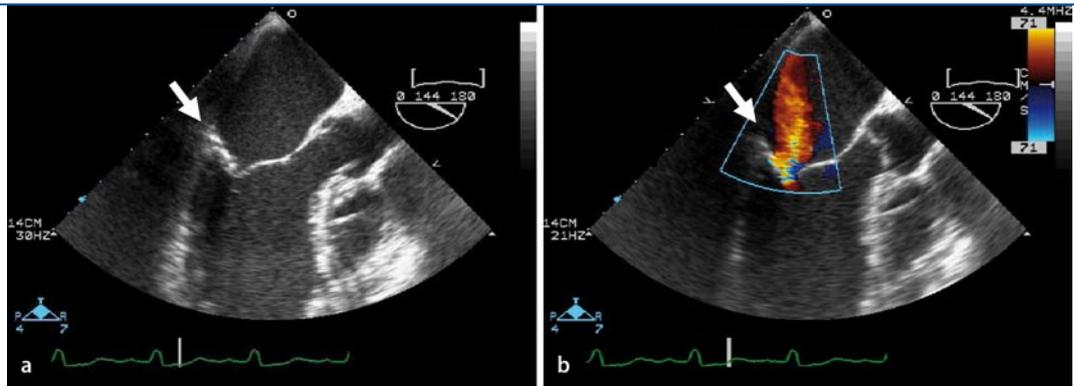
▲ Prolaps des posterioren Segels der Mitralklappe (Pfeil) in der midösophagealen aortalen Längsachse bei 142°-Rotation, die in einer mittel- bis schwergradigen Mitralinsuffizienz resultiert, und Regurgitationsjet, der in Richtung des anterioren Mitralsegels gerichtet ist (Farbdopplersonographie)
